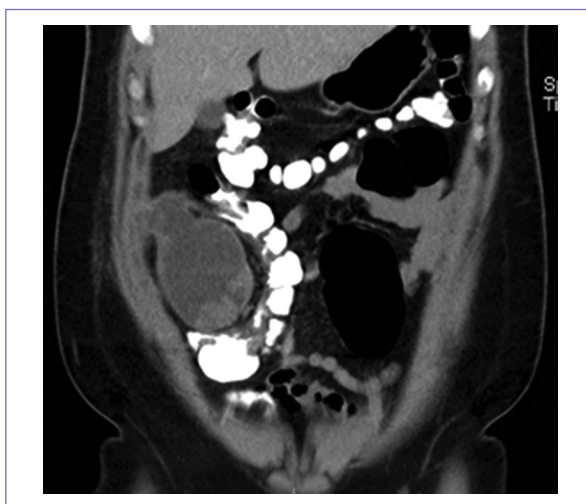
Tomografía de abdomen doble contraste en corte coronal, el tumor desplaza colon ascendente.
